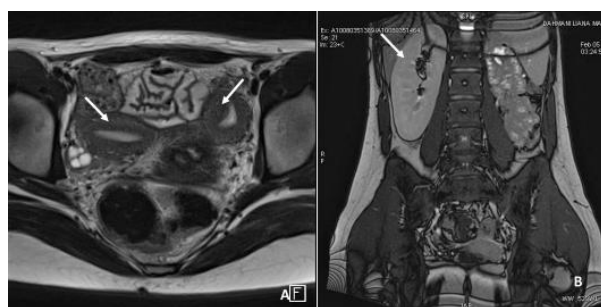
Jeune fille de 16 ans, IRM pelvienne en pondération T1 (axiale) montrant un utérus bicorne (flèches) et coupe abdomino-pelvienne coronale T1 en opposition de phase chez la même patiente (B) montrant un rein unique droithypertrophié (flèche).
